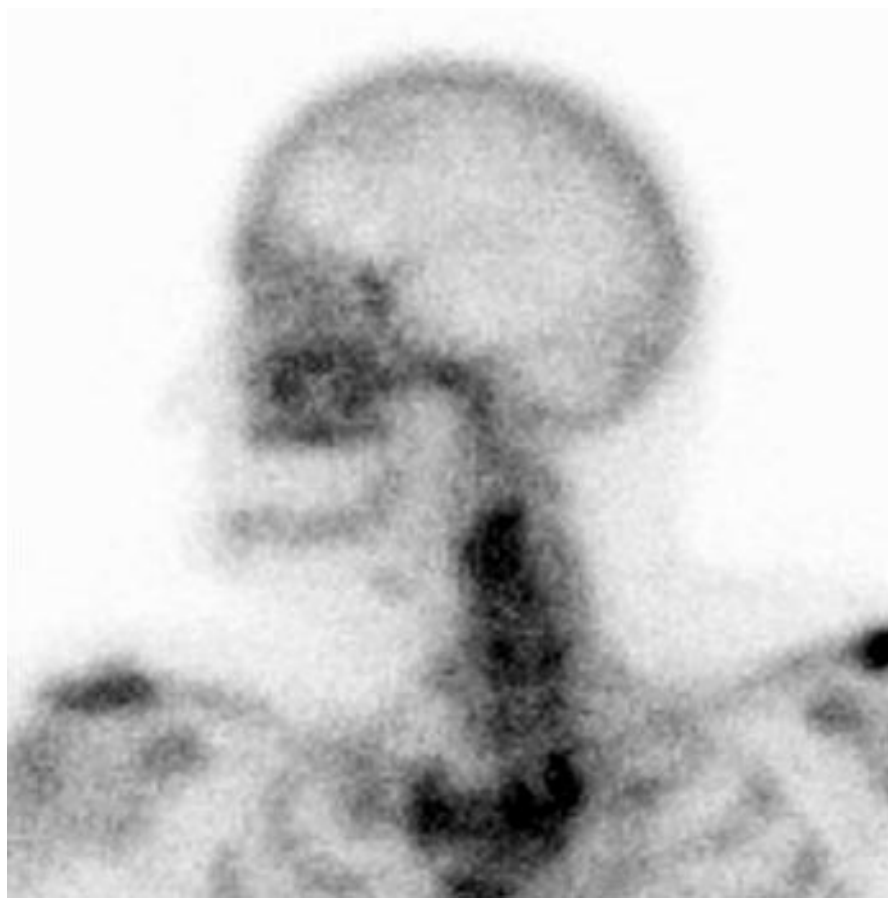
SPECT-Aufnahmen derselben Patientin wie in Abbildung 8, aufgenommen mit der Drei-Kopf-Kamera (Siemens, MULTISPECT 3)
